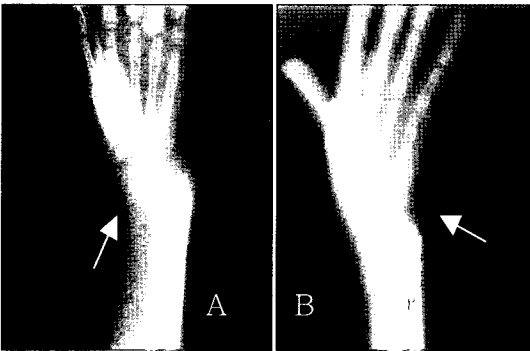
Both wrist anterolateral x-rays show generalized osteoporosis and valgus deformity in the right(A) and left(B) ulnar and radius.
